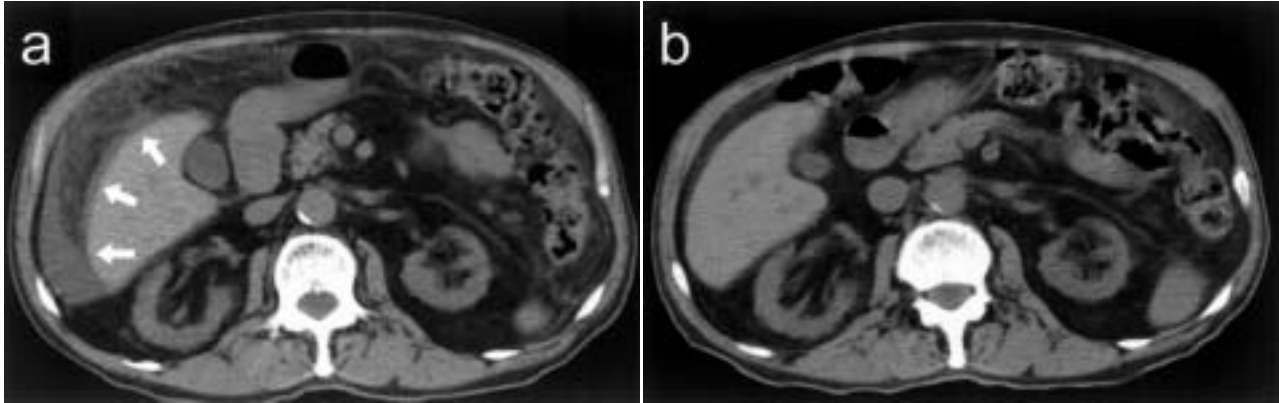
Abdominal computed tomography
